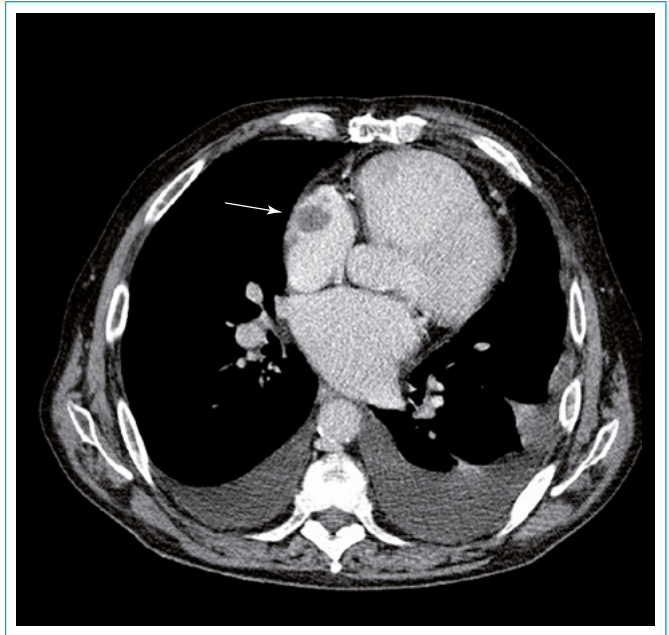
Imagen de tomografía computarizada donde se objetiva masa hipodensa en aurícula derecha compatible con trombo (*flecha blanca*)
